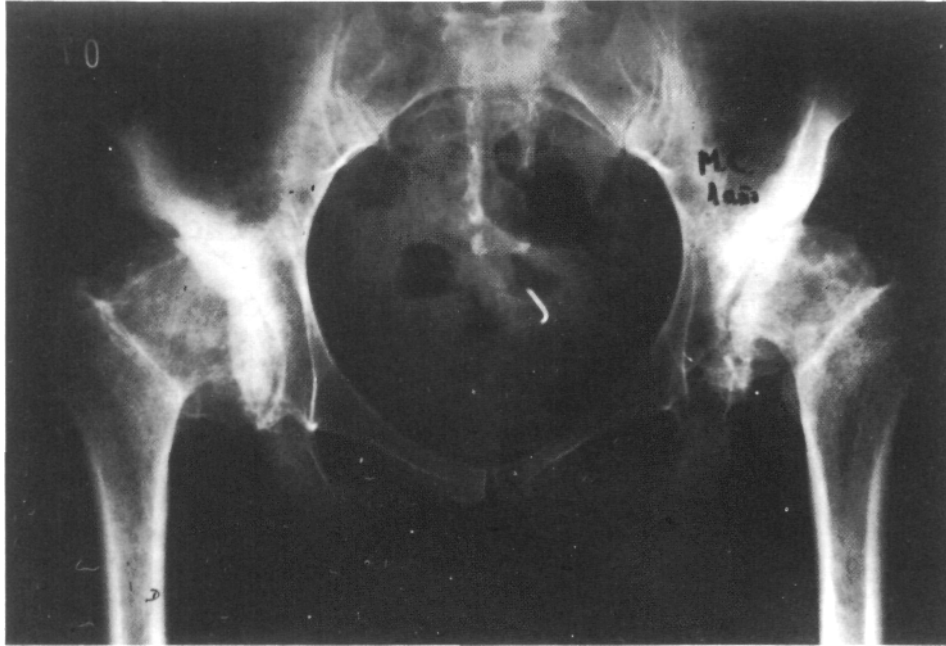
Radiografía de control a un año de evolución. Se observa mejora de la luz articular, y la paciente presenta un sorprendente aumento de la movilidad articular, manifestando escaso dolor. Nos solicita la aplicación del mismo tratamiento para la otra cadera.
